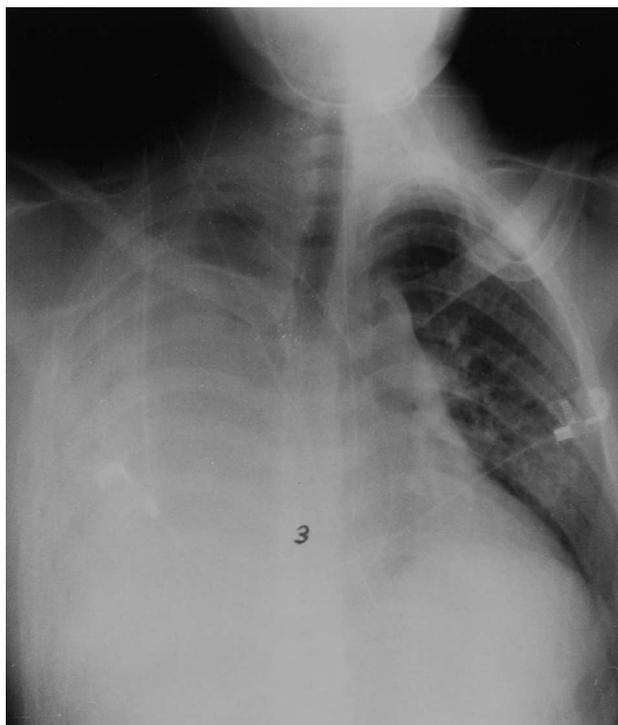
Radiografía a las 48 h del ingreso. Atelectasia completa de pulmón derecho sin empeoramiento simultáneo de la función respiratoria. Diagnóstico de presunción de rotura del bronquio principal derecho.
